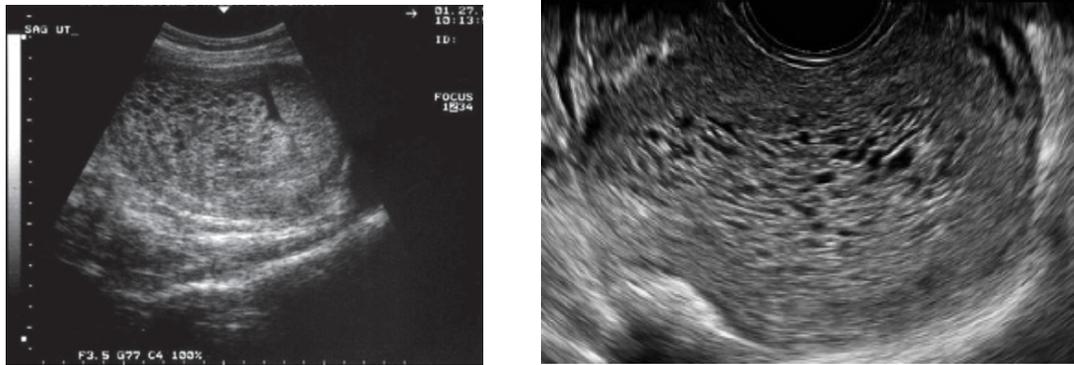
ultrasonido pélvico y endovaginal de una mola hidatiforme con patrón vesicular con ecos mixtos orificios en el tejido placentario sin embrión visible.
